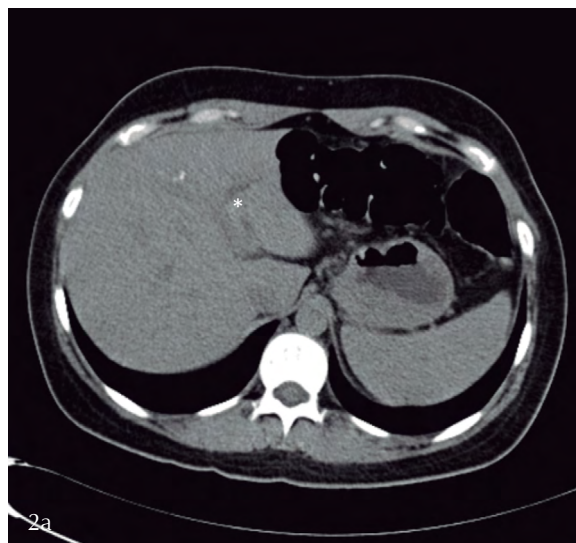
Tomografía computarizada plano axial sin medio de contraste
